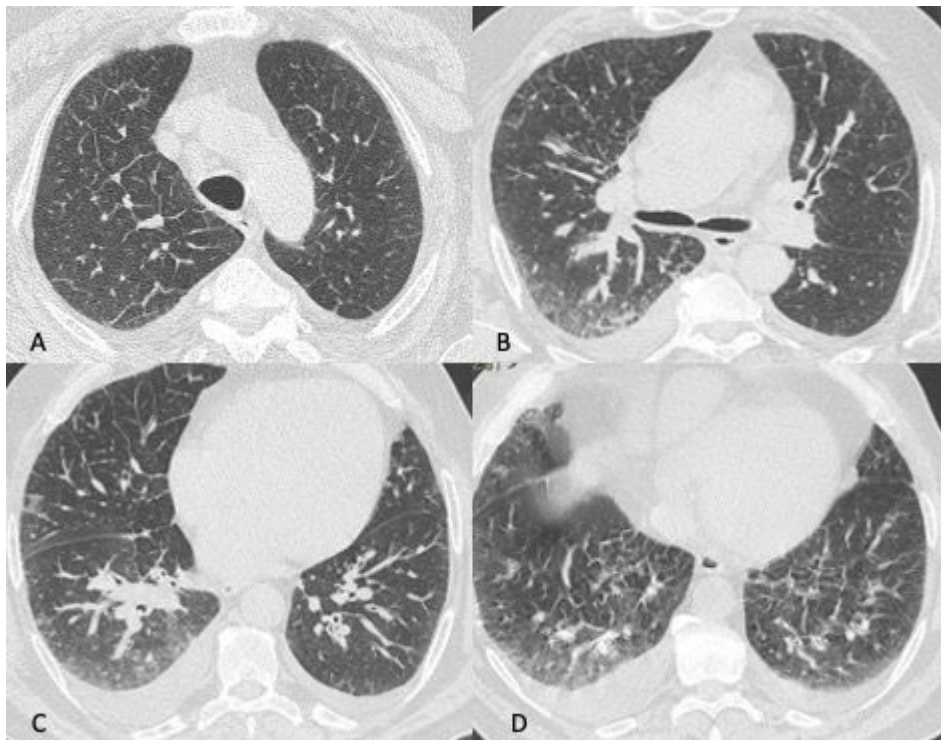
Uomo di 68 anni giunge in Pronto Soccorso per grave dispnea, IRA e febbre, esegue TC TORACE all'ingresso nel sospetto di polmonite da SARS-CoV-2. La TCAR (scansioni assiali A-B-C-D) documenta ispessimento liscio dei setti interlobulari in entrambi i polmoni più evidente in sede perilare e nei lobi inferiori ove si associa la presenza di alcune aree di aumentata densità con aspetto a "vetro smerigliato" maggiori a destra. Si associa falda di versamento pleurico bilaterale. L'ipotesi diagnostica formulata ed in seguito clinicamente confermata è stata quella di alterazioni di natura emodinamica.
